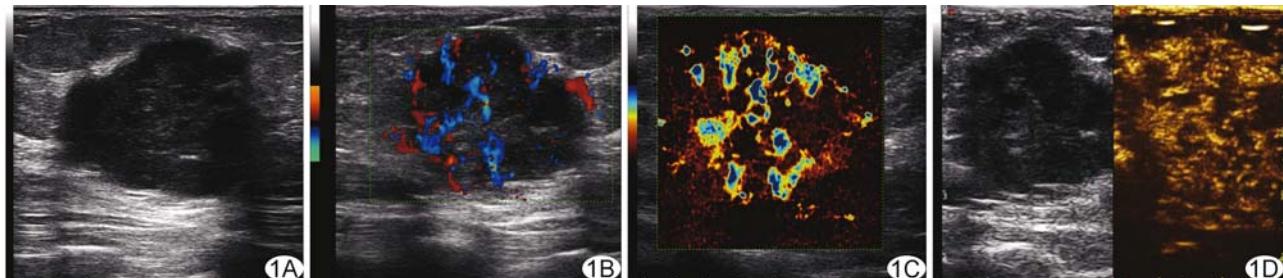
乳腺多形性癌超声表现 A. 二维声像图; B. CDFI图像; C. 超微血管成像; D. CEUS图像
